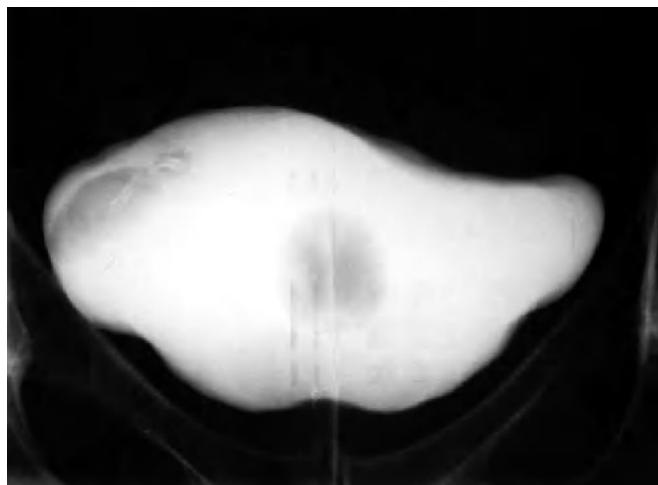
Cistografía. Sonda vesical. En vertiente superolateral derecha vesical existe un defecto de repleción redondeado proyectado sobre las imágenes tubulares metálicas, todo ello en relación con complejo DIU-cálculo móvil que presenta un cambio de posición respecto a la radiografía simple.
